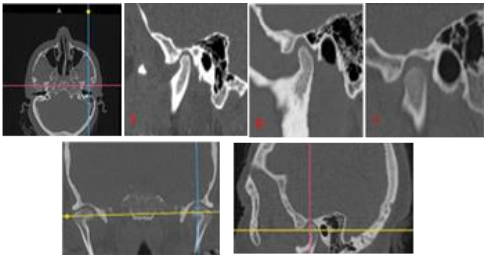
Selección de imágenes de CBCT en cortes axial, coronal, sagital junto a determinación de FPT y posición condilar:
